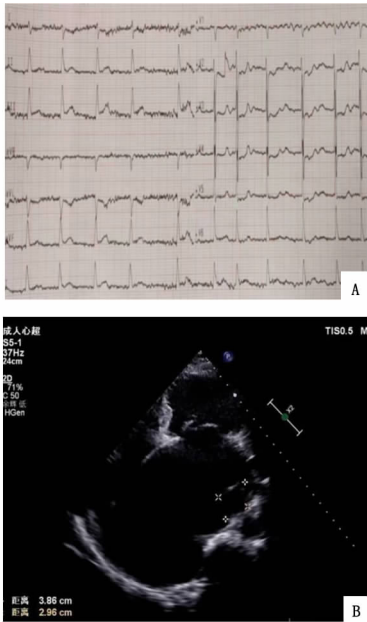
患者入院心电图及超声心动图(A:12 导联心电图;B:超声心动图)
